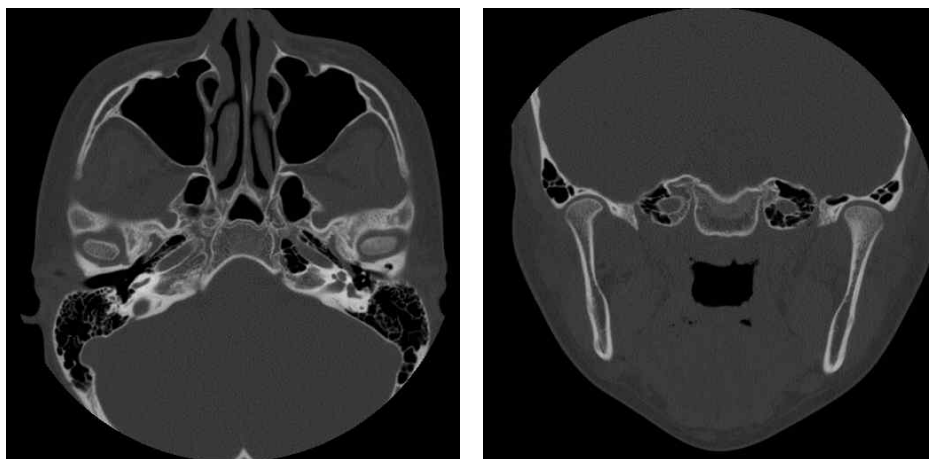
Computed tomography: A. axial image: B. coronal image
